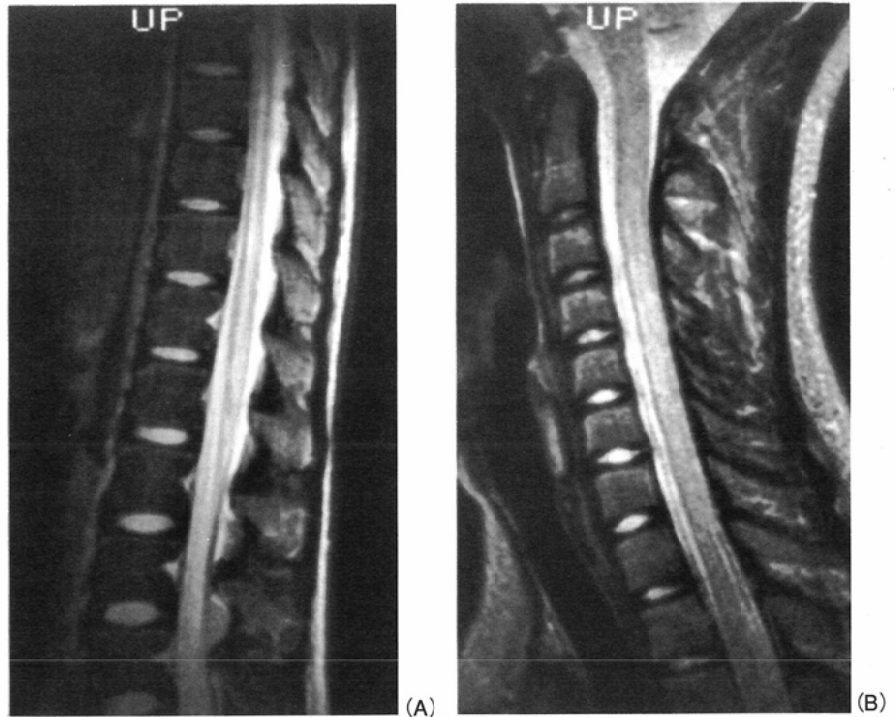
Case 4. (A) : initial MRI. T2-weighted sagittal image shows hyperintensity throughout the thoracolumbar spinal cord. (B) : 6 months after the initial MRI. T2-weighted sagittal image shows a residual hyperintense lesion of the cervical cord.
